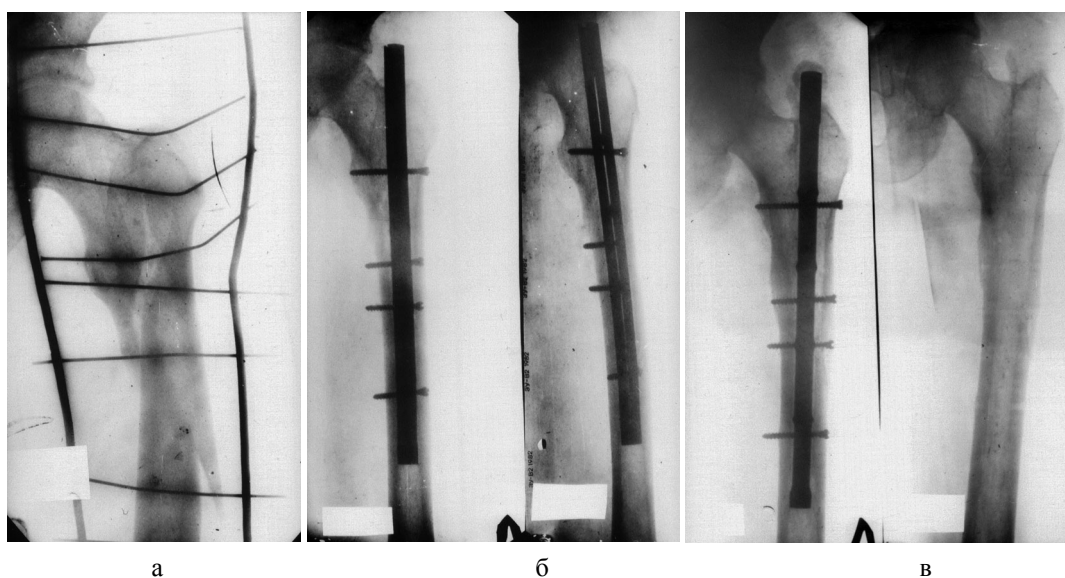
Рентгенограммы винтообразного перелома верхней трети бедра больного Р.: а - до операции; б - на 12-й день после операции статического варианта открытого БИМПО КМПФ-2; в - через 1,5 года после операции до и после удаления КМПФ-2
